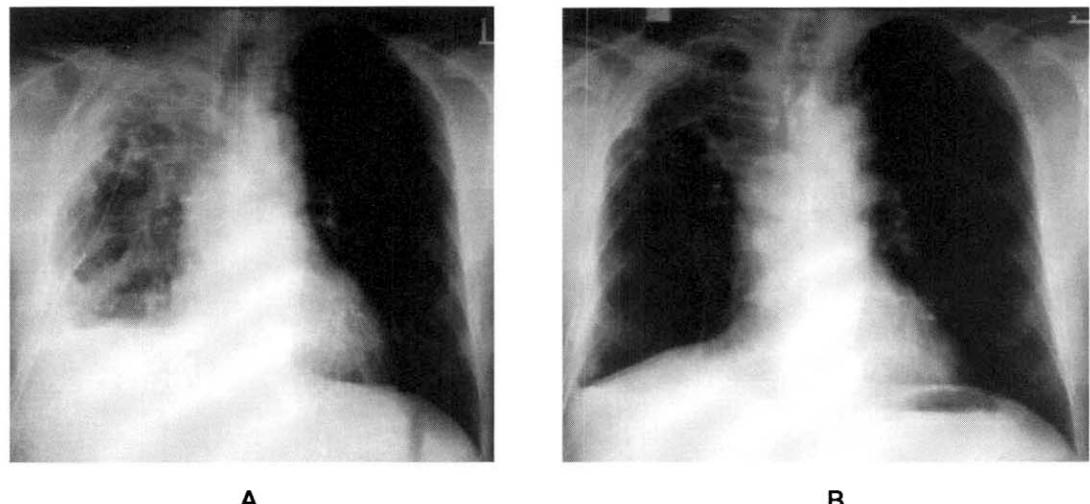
The tube thoracostomy was maintained for 30 days after admission (A). At this time, the air-leak continued. A chest X-ray three months after discharge (B) showed improvement in the pneumonia and empyema after the removal of tube thoracostomy.
